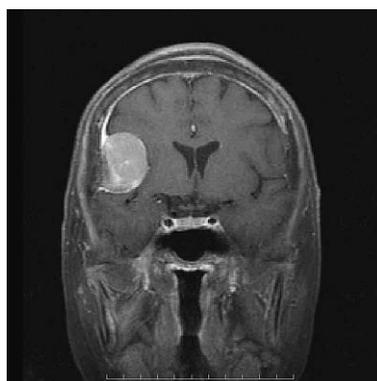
Preoperative MRI shows a well circumscribed mass in the right frontal convexity (T1Gd/coronal).
